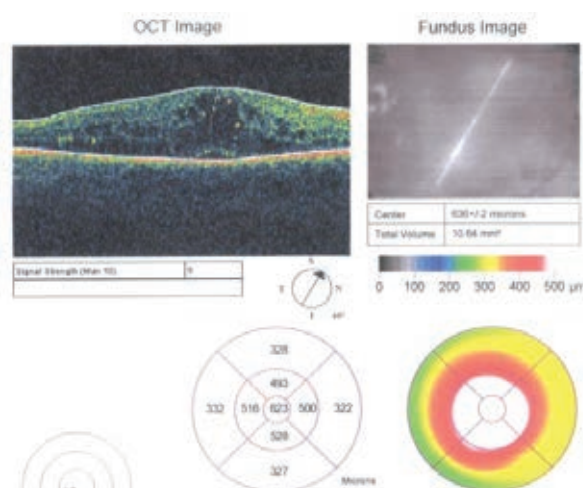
Компьютерные томограммы пациента в первый день обследования
